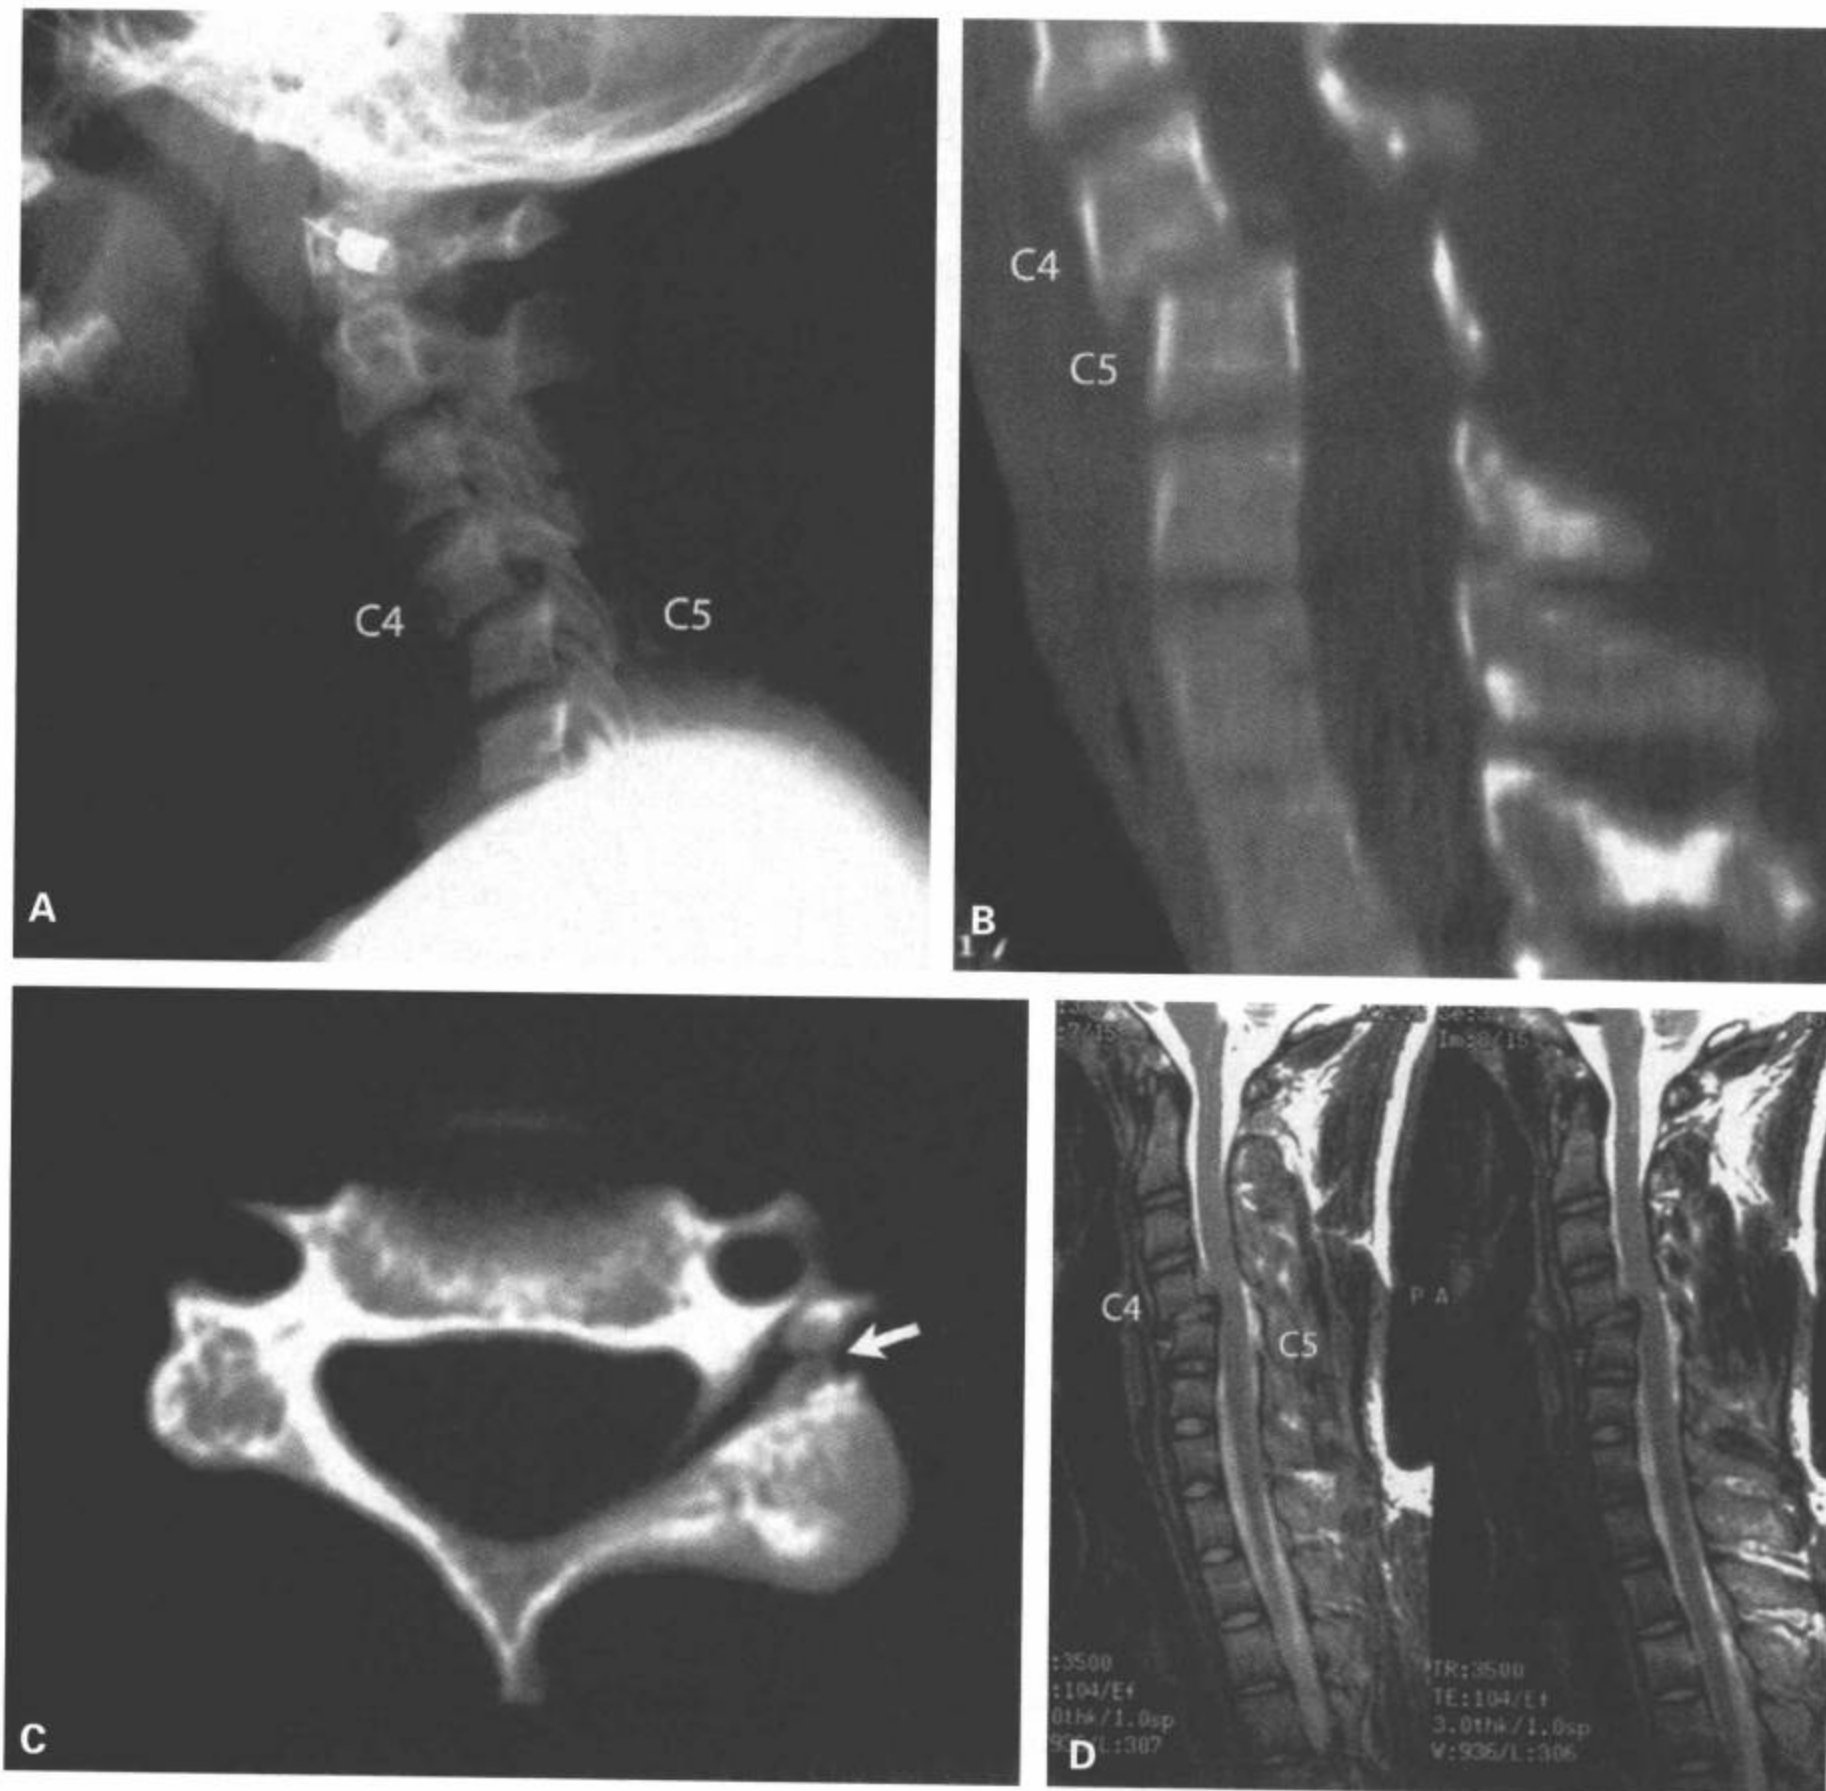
C4-C5 骨折伴半脱位。14 岁儿童，从阳台上跌落，目前双臂无力。颈椎侧位片 (A) 显示 C4 在 C5 上方明显向前滑脱。在 CT 矢状面重组图像 (B) 上再次证实。注意在 CT 横断面图像 (C) 上显示通过 C4 后部结构的骨折线 (箭)。颈椎矢状面 T2 加权图像 (D) 显示在损伤水平的后突畸形伴椎管前后径受累。
